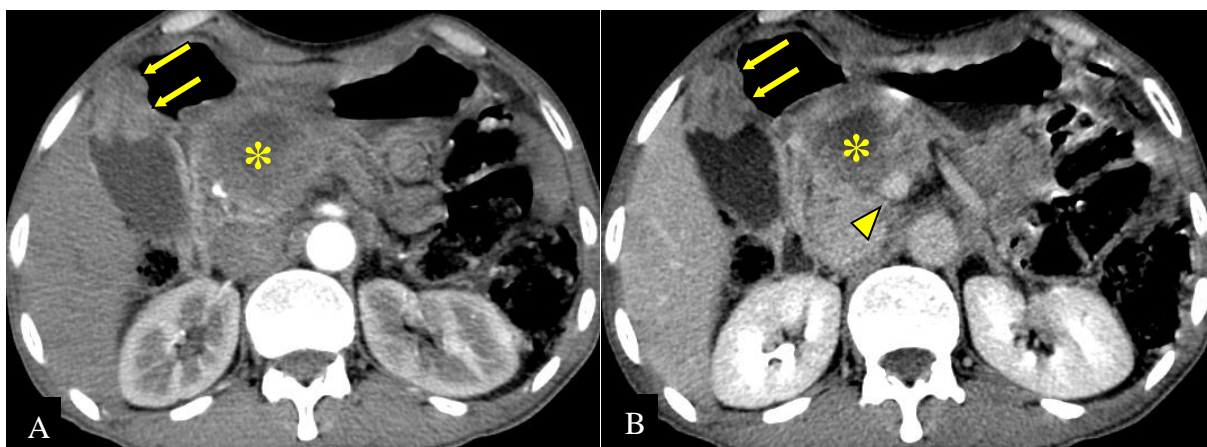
ADCP chez un homme de 59 ans avec localisation secondaire vésiculaire. Masse pancréatique (*) engainant la VMS (tête de flèches B), associé à un épaississement bourgeonnant de la vésicule biliaire (flèches) sur les images TDM injectées aux temps artériel (A) et portal (B) (CHUC).
